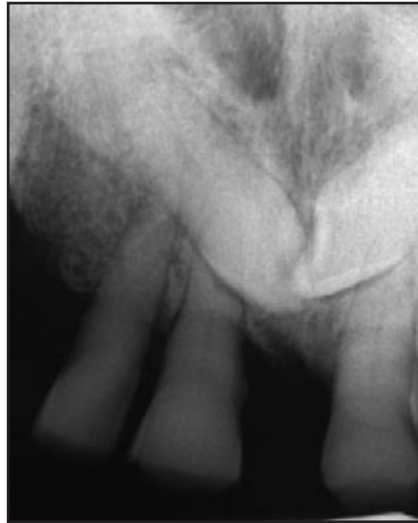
bis 1c Patientin 1. Periapikale Röntgenbilder vor der Behandlung. (links) Rechte Seite mit impaktiertem Eckzahn; (Mitte) mesiale Migration beider impaktierten Zähne; (rechts) linke Seite und impaktierter Eckzahn. Links ist der hoffnungslose Prämolare zu sehen, der im Seitenzahnbereich eine herausnehmbare Prothese getragen hatte.
